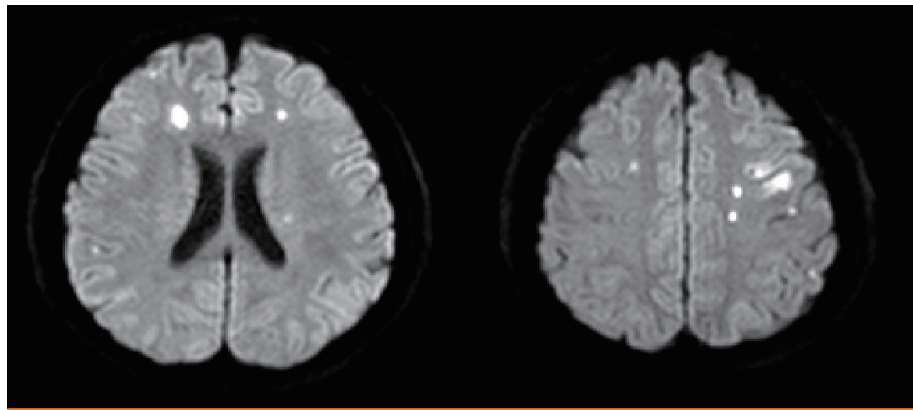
Diffusion weighted magnetic resonance imaging of the brain on hospital day 1. Multiple high intense lesions were seen on both cerebral hemispheres, suggesting acute cerebral infarctions.
